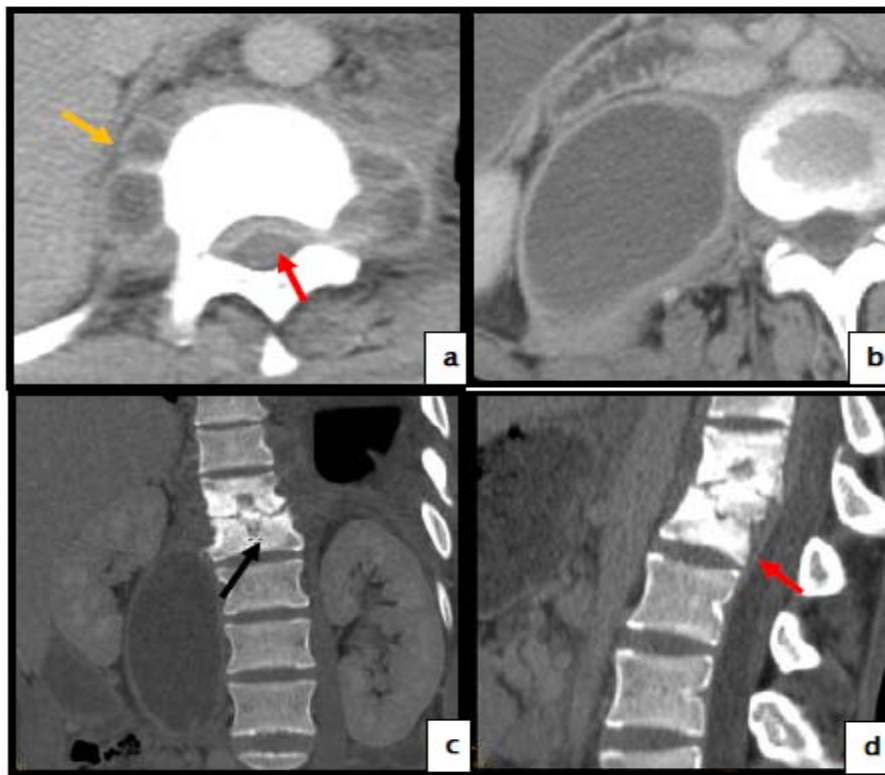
TDM du rachis, coupes axiales (a,b), et reconstructions coronale (c) et sagittale (d) :
